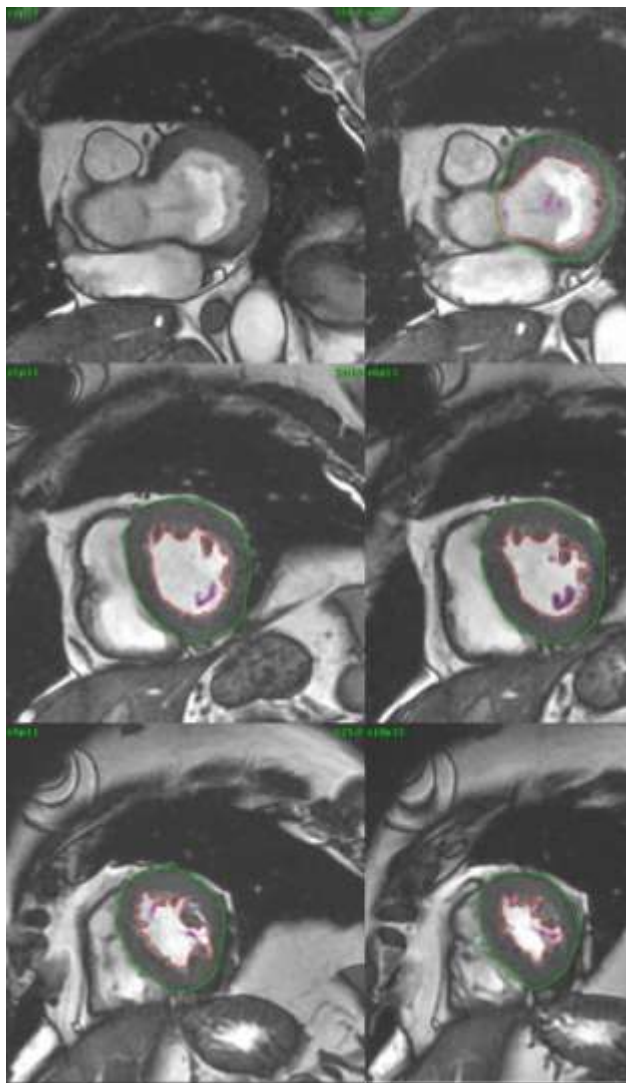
IRM cardiaque, avec rehaussement tardif en faveur de séquelle de myocardite
